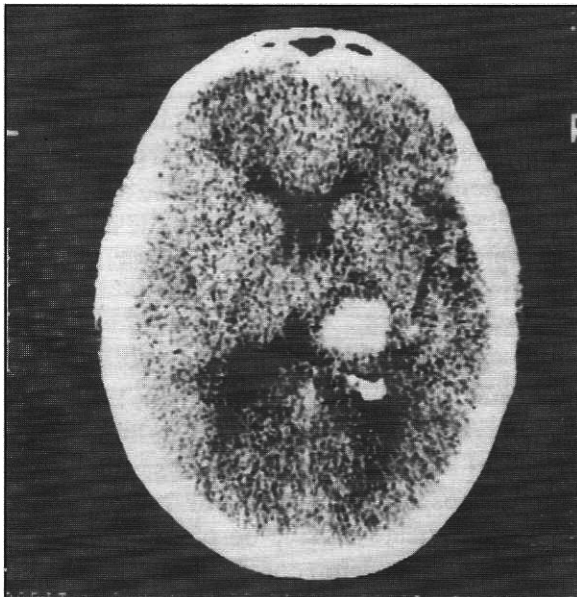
TC cerebral simple; muestra una zona hiperdensa correspondiente a un hematoma talámico derecho, ventral superior que tiene un volumen aproximado de 5 ml en un paciente con un síndrome de Dejerine-Roussy.
